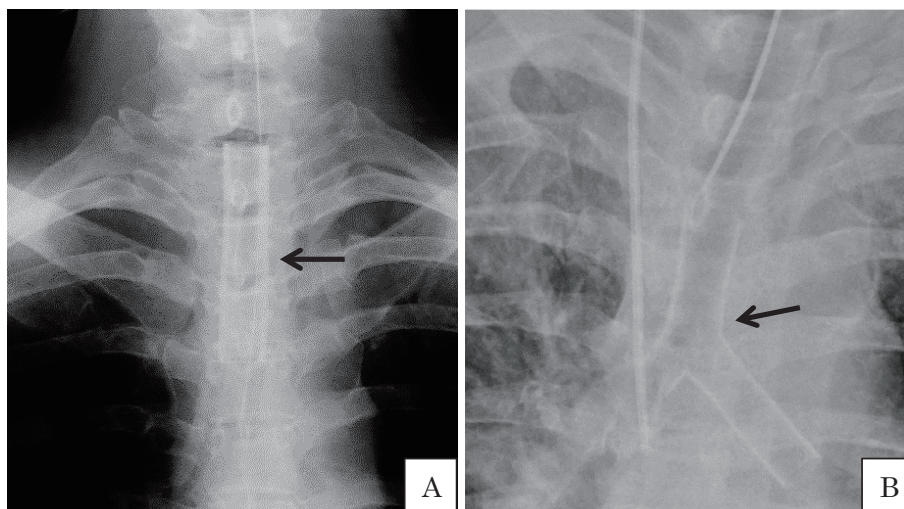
Chest X-ray immediately after Dumon® stent insertion. A: Straight stent in Case 2 (black arrow). B: Y-stent in Case 4 (black arrow).
